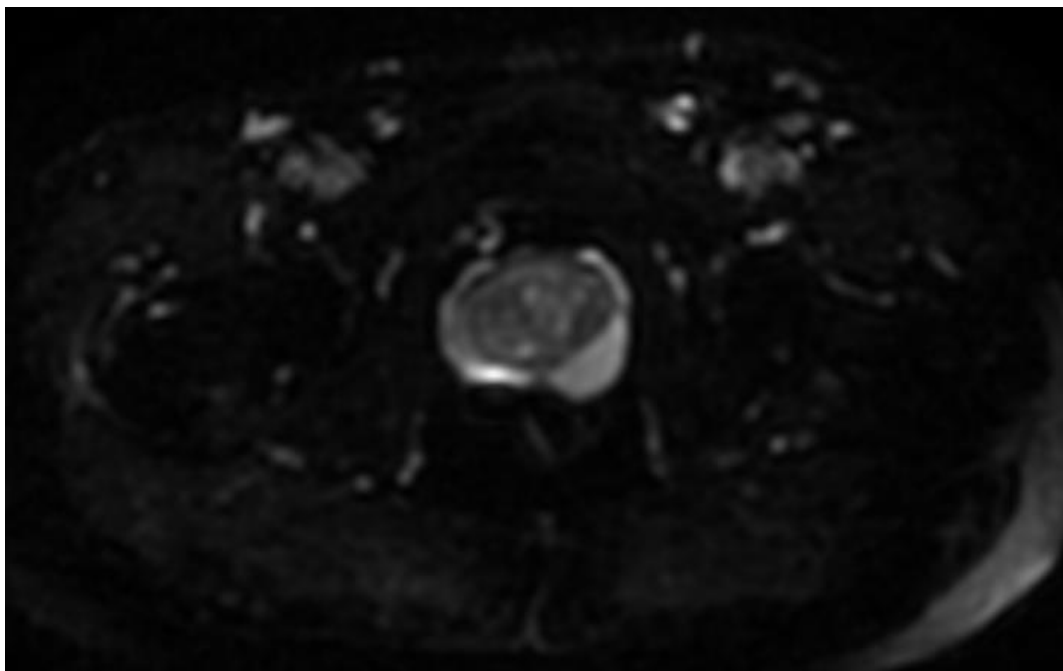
DWI axial valor b 100.
